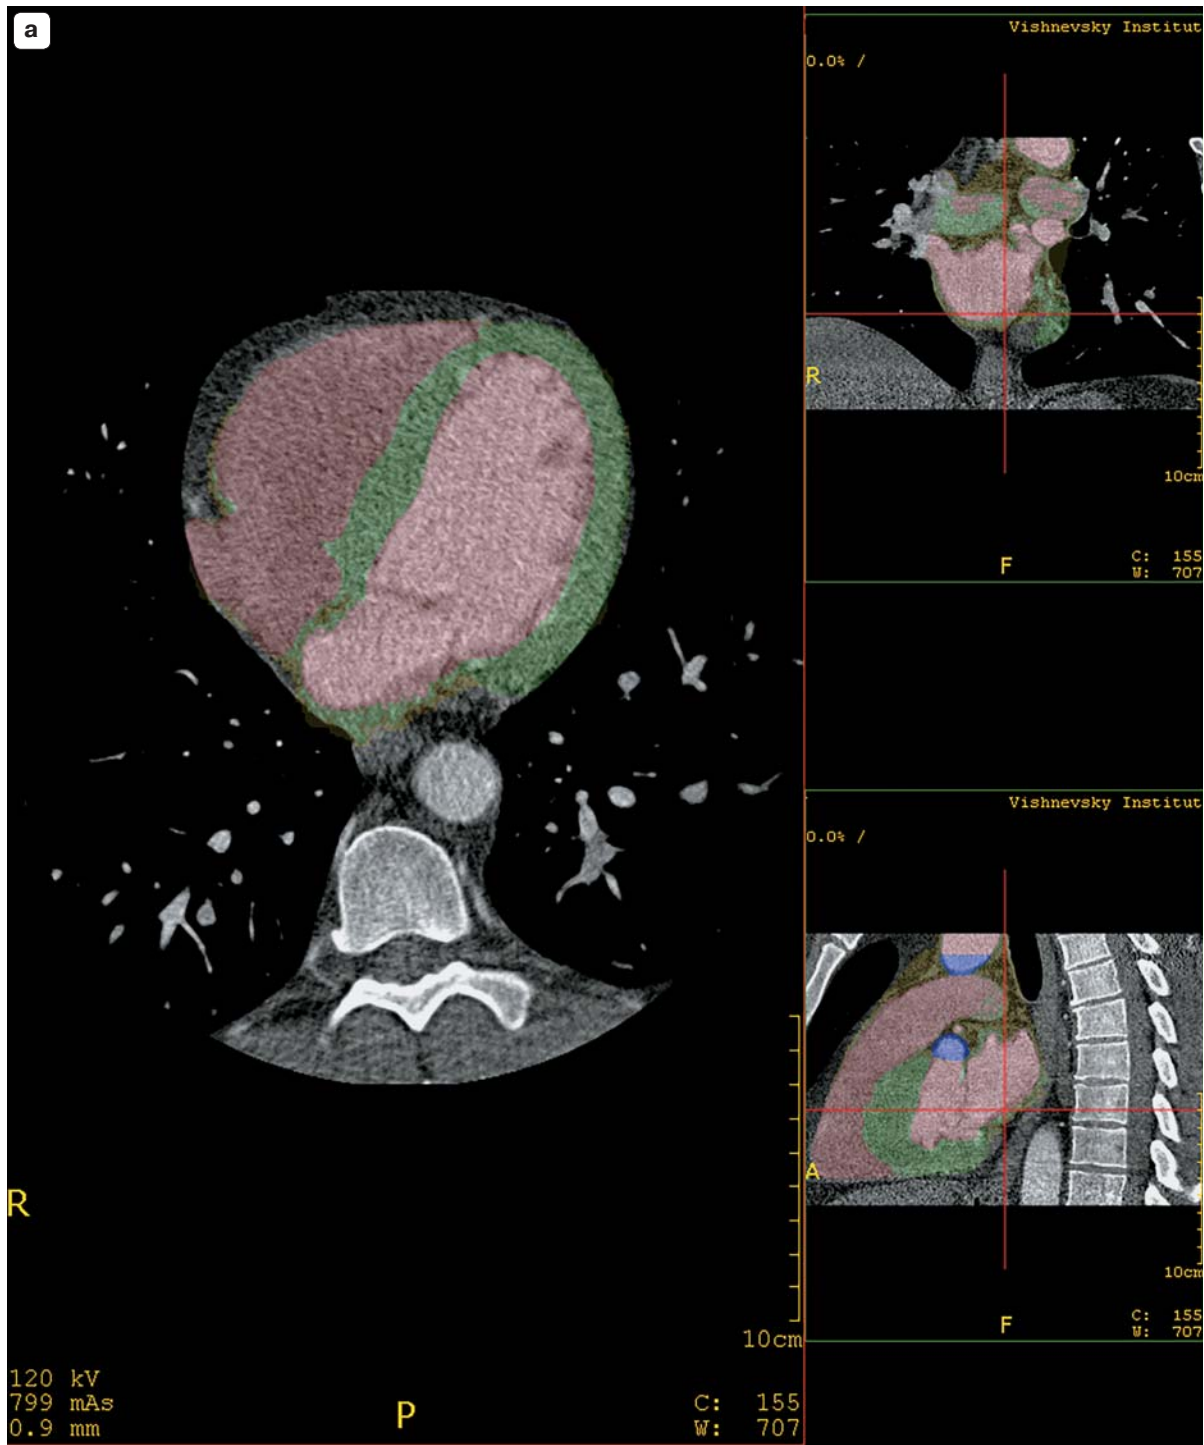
Оценка функции сердца по данным МСКТ-исследования сердца.
